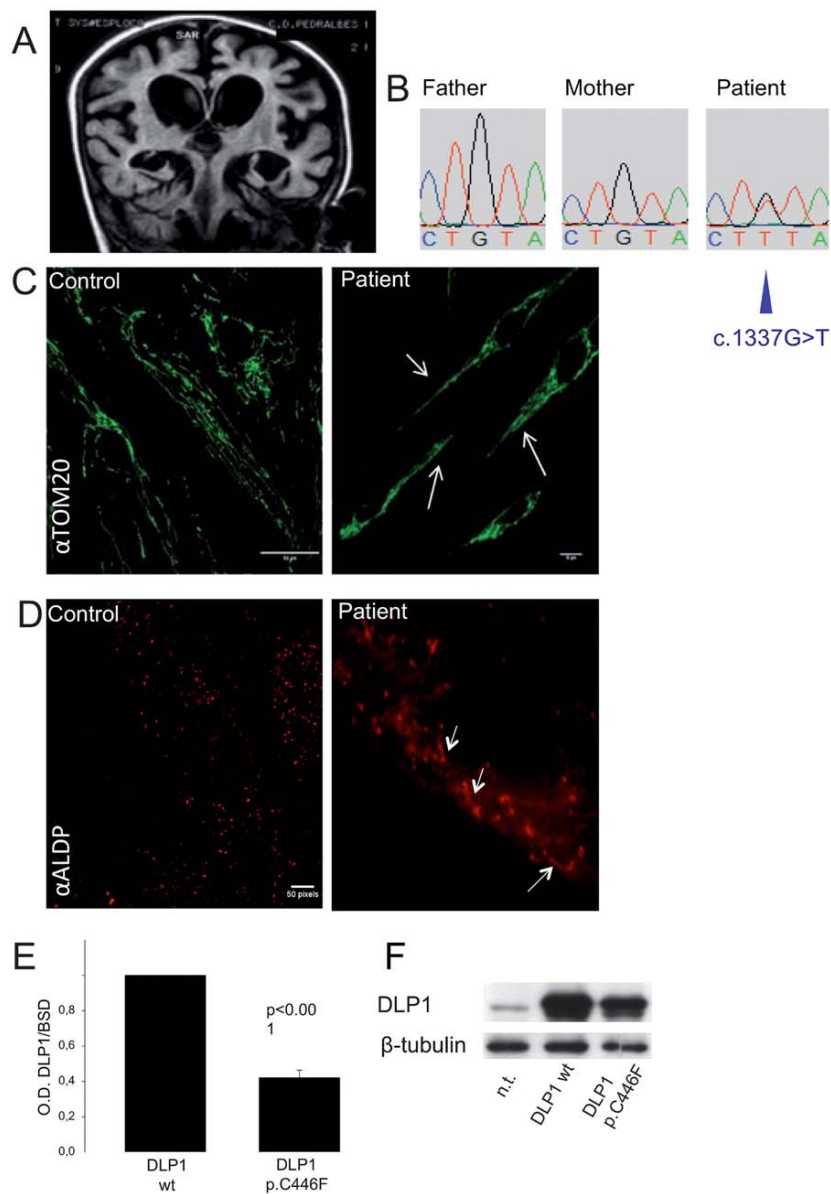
Brain MRI at 22 months revealing atrophy and hypomyelination (A). Sanger sequencing for father, mother, and patient, respectively (B). Skin fibroblasts from the *DLP1* patient showed a decreased number of mitochondria (70% compared to control cells), which were significantly elongated and fused when compared with the control, which has an oval physiological shape (C), and a significantly decreased number of peroxisomes (50% compared to controls), which presented as beads on a string arrangements (D), suggesting the impaired fission activity of *DLP1*. Protein levels were quantified using blasticidin-S-deaminase (the selection protein contained in the vector) as a transduction control (see Supporting Data). *DLP1* p.Cys446Phe levels were approximately 40% of the wild-type (E). Western-blot analysis in HeLa cells confirmed the expression of *DLP1* in our cell lines (F), revealing the dominant effect of the p.Cys446Phe mutant. [Color figure can be viewed at wileyonlinelibrary.com]
